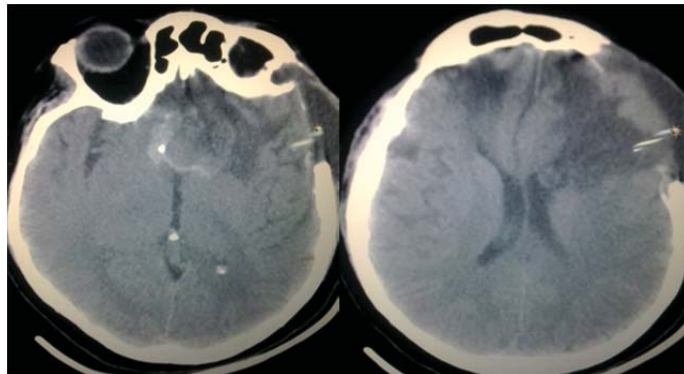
КТ головного мозга к моменту выписки
